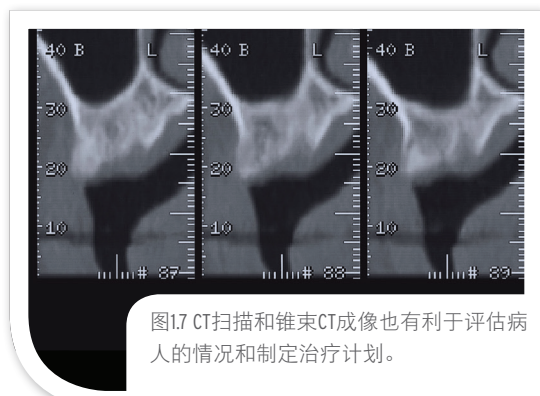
CT扫描和锥束CT成像也有利于评估病人的情况和制定治疗计划。
